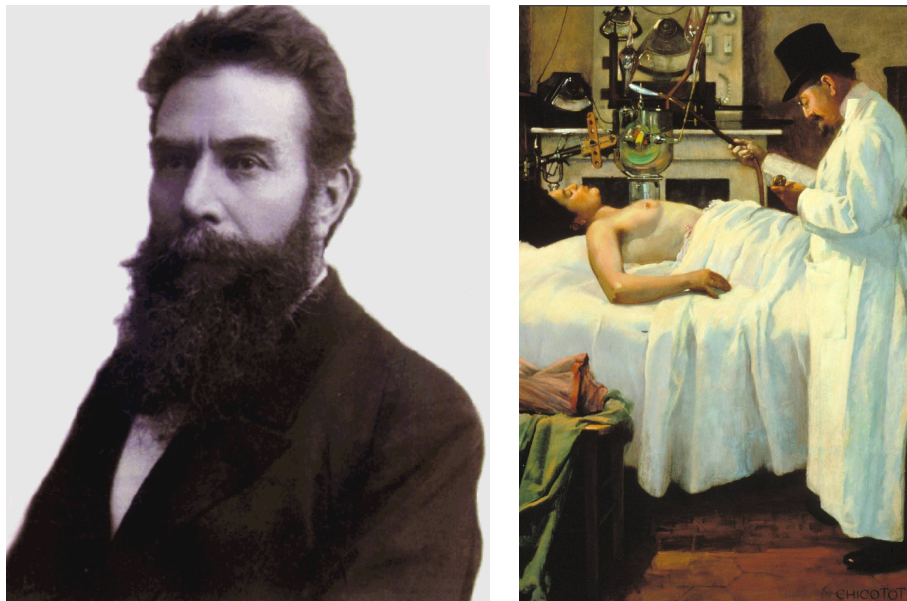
A gauche : Wilhelm Conrad Roentgen (1845-1923). A droite : “Le traitement des cancers par rayons X ” De Georges Chicotot, radiothérapeute et peintre (1868-1921)
